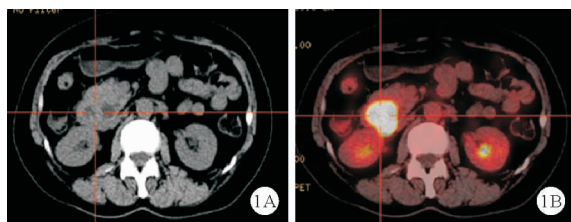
2018 年 2 月 14 日外院 PET-CT 检查结果:十二指肠降部肠壁弥漫增厚,代谢异常增高,考虑符合淋巴瘤浸润征象
